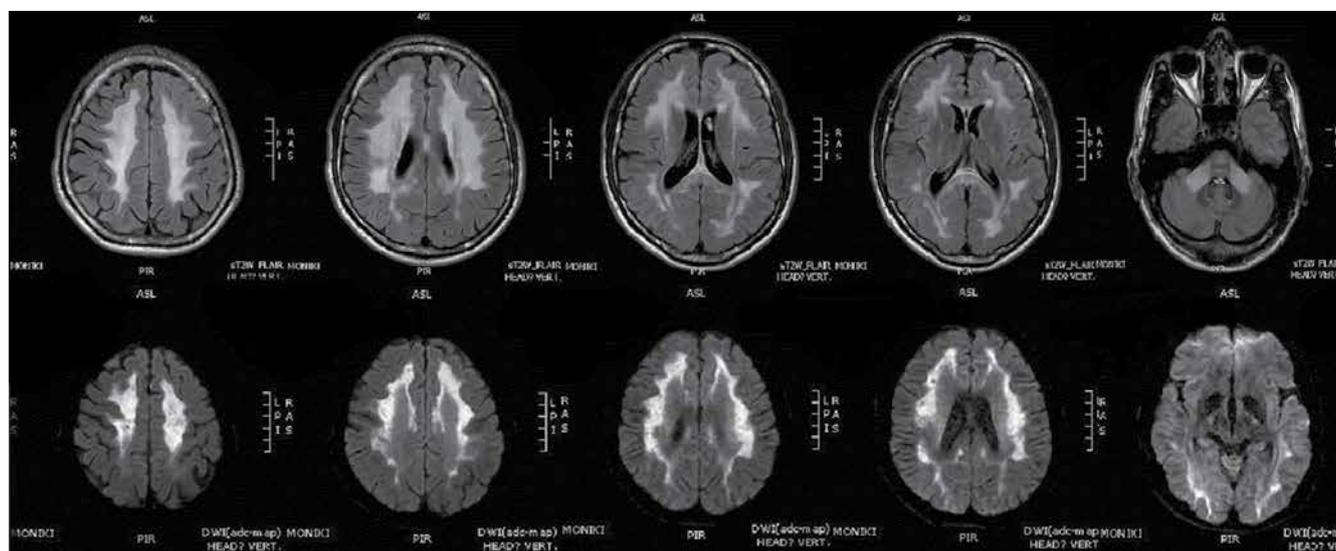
Томограммы пациента с аутосомно-доминантной лейкодистрофией взрослых
